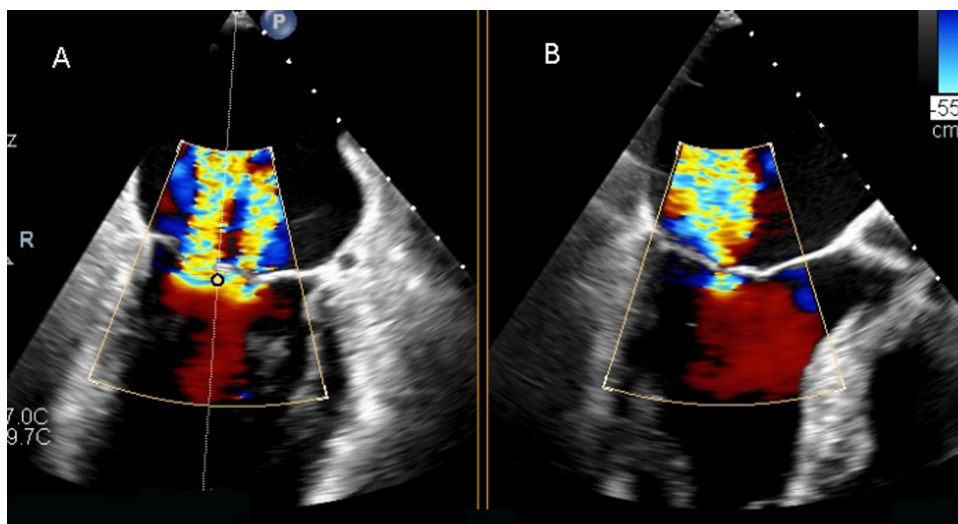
Ecocardiografía transesofágica con Doppler color. A: plano bicomisural con dos jets de regurgitación mitral. B: plano ortogonal mostrando el tracto de salida del ventrículo izquierdo.
